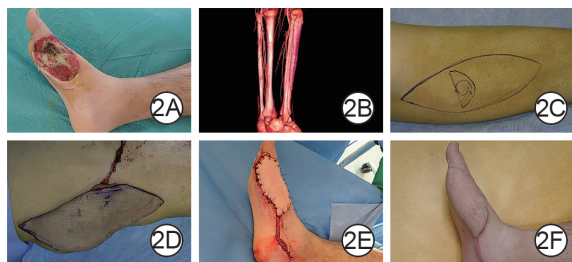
于三维CT血管造影(3D-CTA)辅助下行腓动脉穿支皮瓣游离移植修复交通伤患者右前足内侧皮肤软组织缺损创面。2A. 术前右前足创面;2B. 术前双小腿3D-CTA容积再现图像,显示腓动脉穿支血管类型为肌肉-肌间隔穿支;2C. 术前设计皮瓣;2D. 术中切取皮瓣;2E. 皮瓣覆盖创面并缝合后即刻;2F. 术后12个月随访,皮瓣外观较好,无臃肿
